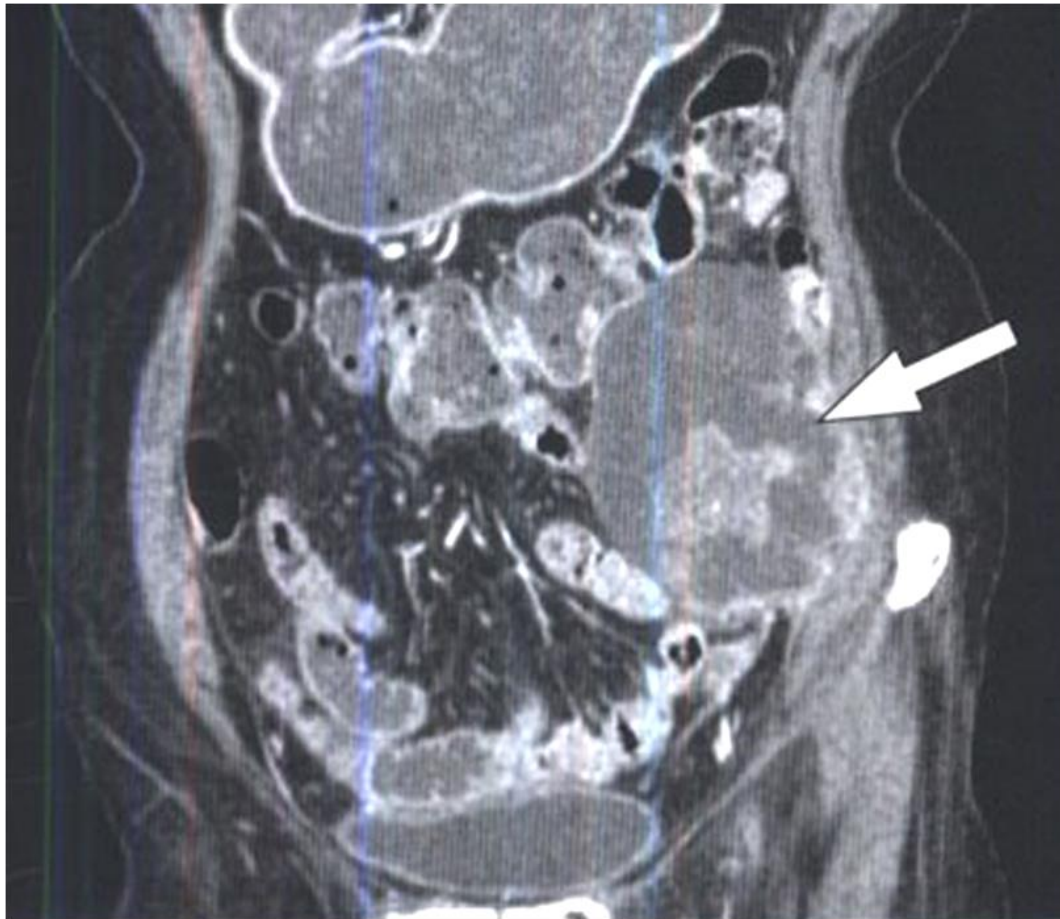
Компьютерная томограмма органов брюшной полости (стрелкой указана ГИСО нисходящего отдела ободочной кишки)
